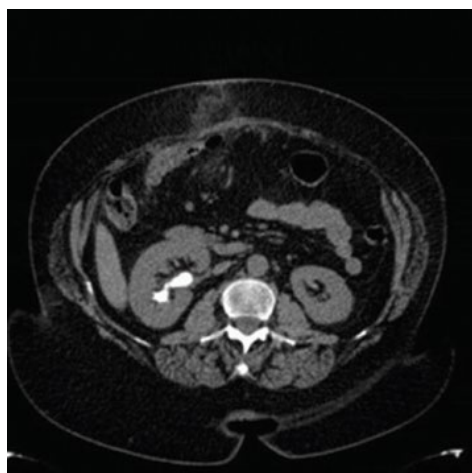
Компьютерная томография брюшной полости без внутривенного контрастирования, аксиальная проекция, до терапии.
